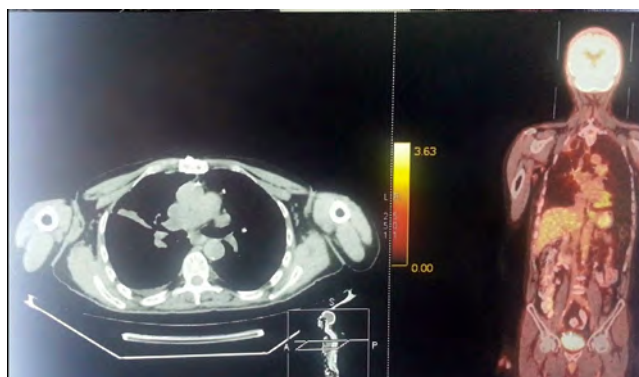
PET-CT appearance of the postoperative first year control
